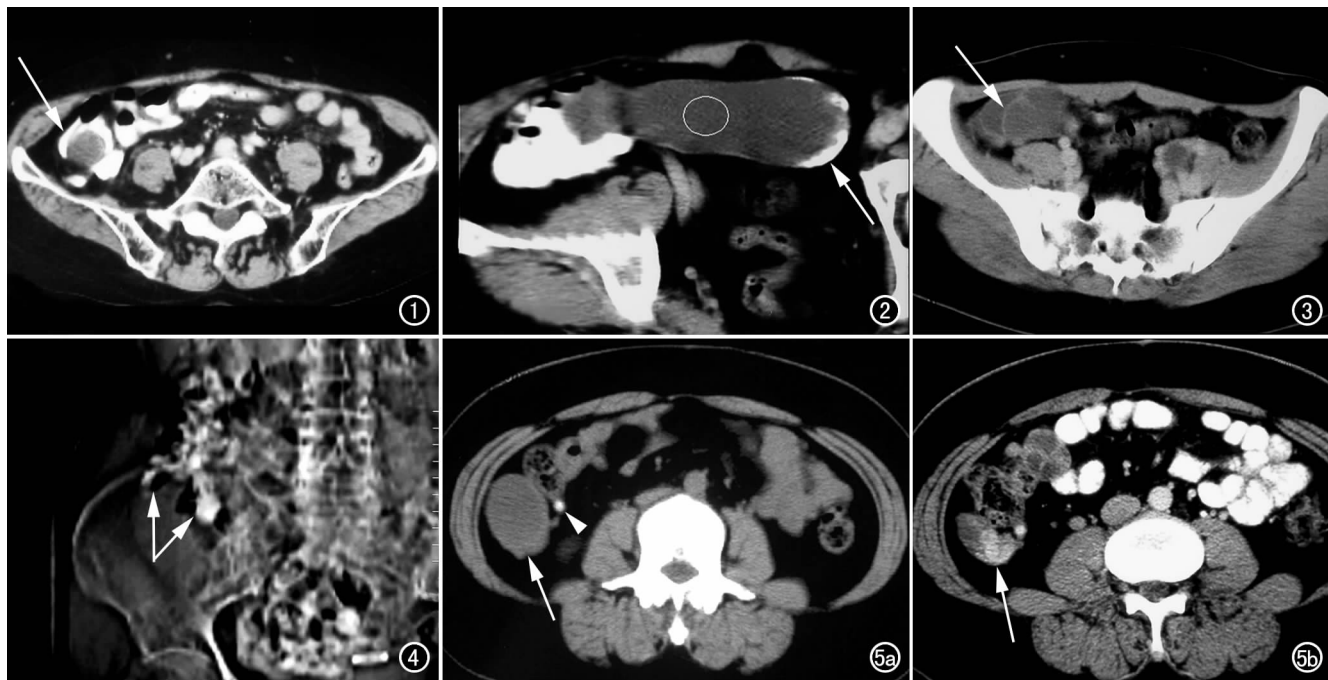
回盲部肠腔内囊性占位(箭)伴肠腔狭窄。图 2 多层面斜位重组示回盲部内侧长条形阑尾粘液囊肿(O)伴远端囊壁钙化(箭)。图 3 右侧髂窝区囊性包块,内可见线状分隔(箭)。图 4 回盲部外压性切迹(箭)。图 5 a) 阑尾根部结石(箭头),远段球样扩张(箭); b) 1 周后 CT 复查示病灶缩小,近段阑尾壁强化(箭)。
